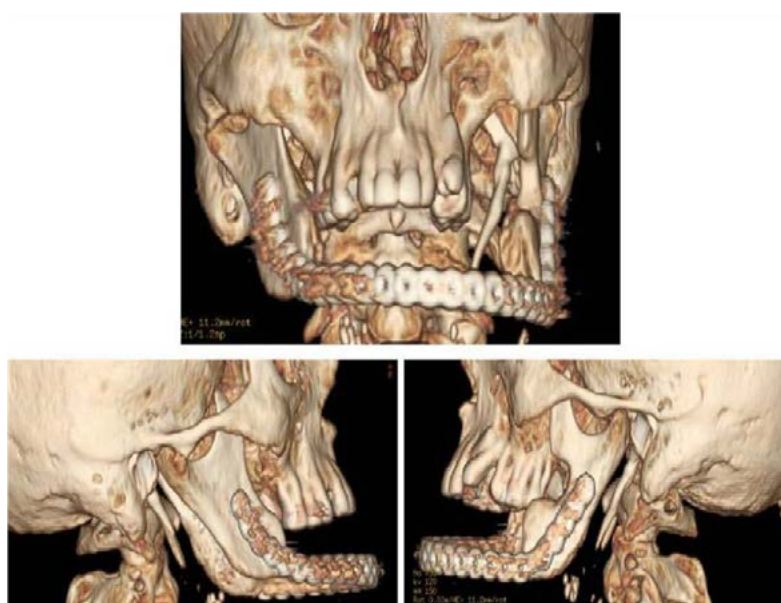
Пациент Ш., 57 лет. МСКТ лицевого скелета (3 D формат) через 2,5 месяца после оперативного лечения
